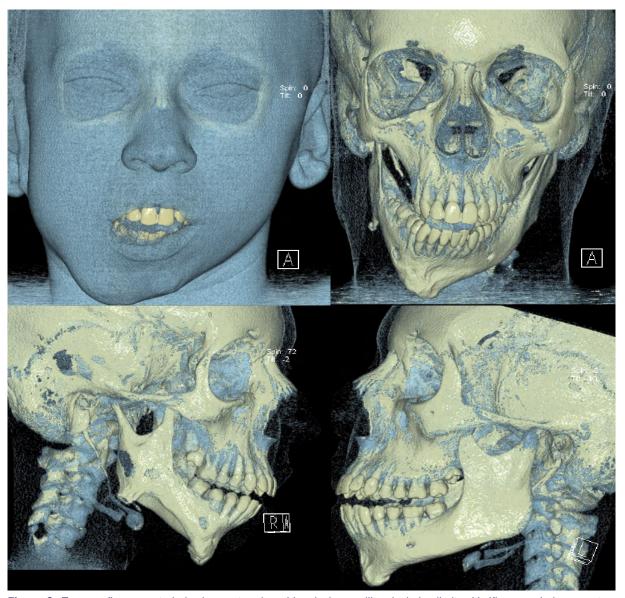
Tomografia computadorizada mostrando a hipoplasia condilar do lado direito. Verifica-se, ainda, encurtamento do ramo ascendente da mandíbula e consequente defeito de desenvolvimento do corpo da mandíbula do lado afetado; Reconstruções Tridimensionais A- com tecido mole e B, C e D- janela de tecido ósseo em várias vistas.
